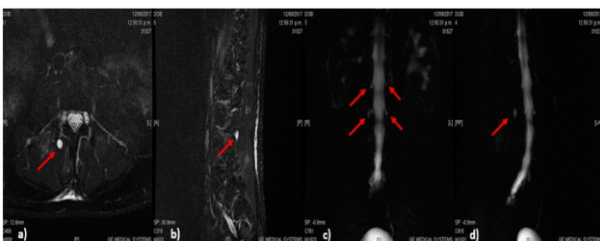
RMN espinal lumbar secuencia STIR. a) Corte axial. b) Corte sagital. Muestran quiste de Tarlov a derecha. Mielografía reconstrucción en 3D. c) Corte coronal. D) Corte Oblicuo anterior derecho. Muestran múltiples quistes bilaterales de las vainas meníngeas radicales.
